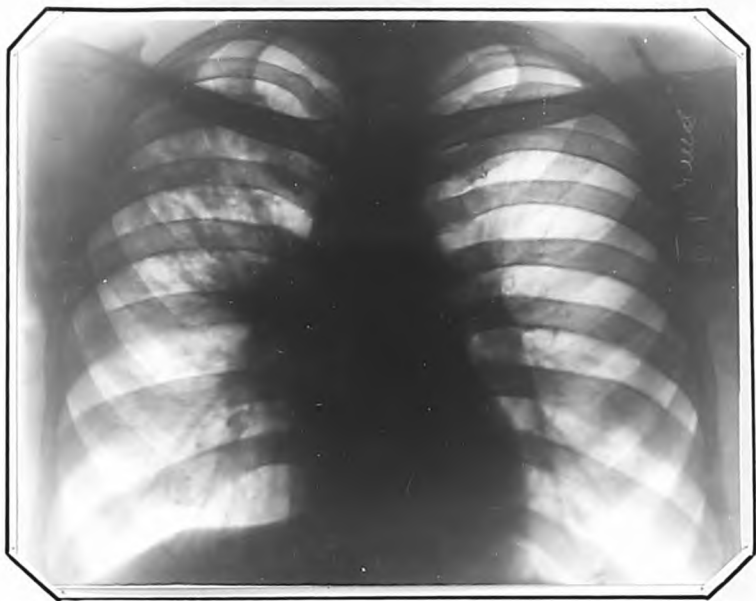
Рентгенограмма больного Б., от 17.VIII.1947 г.
